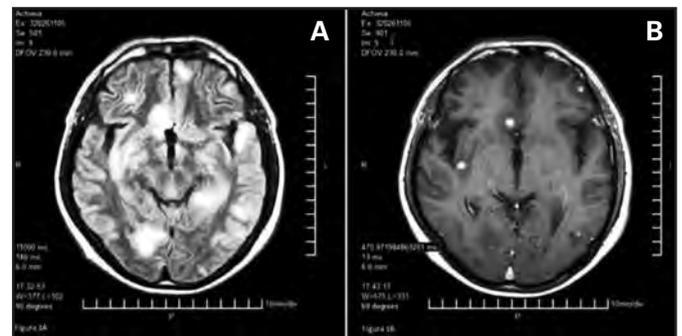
A - Ressonância nuclear magnética demonstrando lesões nodulares difusas em *Flair*. B - Ressonância nuclear magnética demonstrando lesões nodulares difusas, realçadas por contraste em T1.
